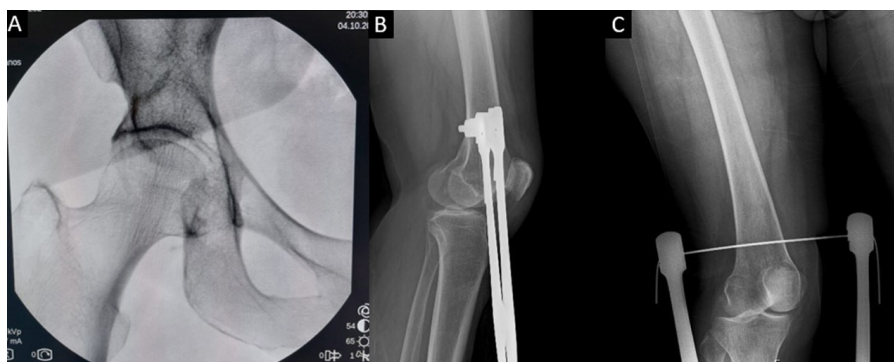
A) Control de escopia intraoperatorio en el que se observa la correcta reducción de la luxación coxofemoral. B) Radiografía lateral de rodilla derecha y anteroposterior (C) en la que se observa la correcta posición de la tracción supracondílea transesquelética
